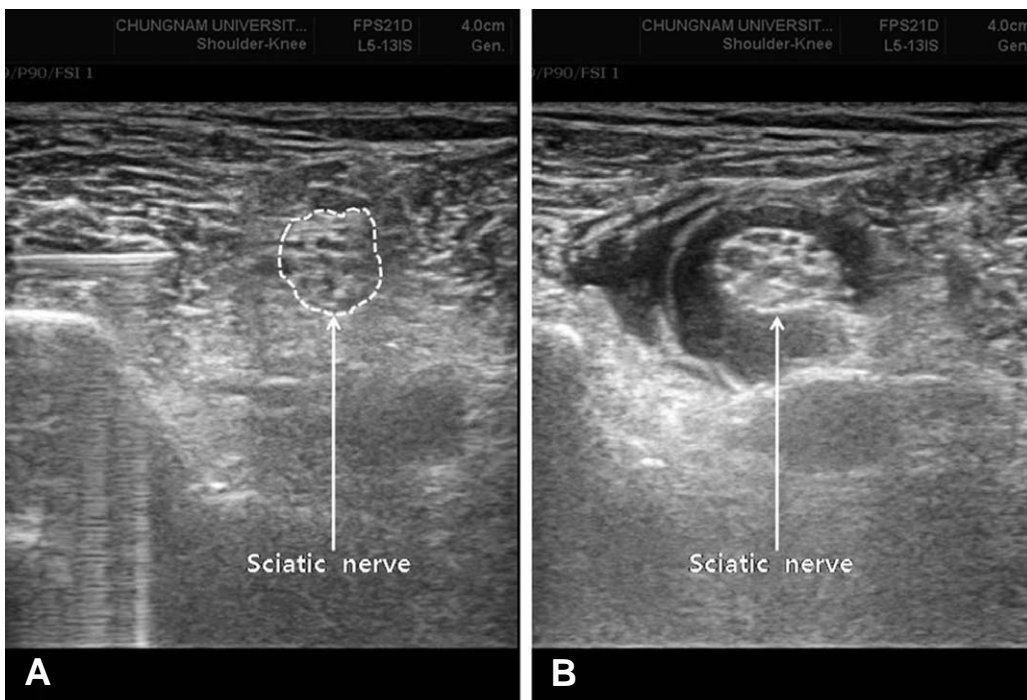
(A) Ultrasound image shows left sciatic nerve at mid-thigh level proximal to popliteal fossa. (B) Image shows that the anesthetic surrounds left sciatic nerve after injection.
